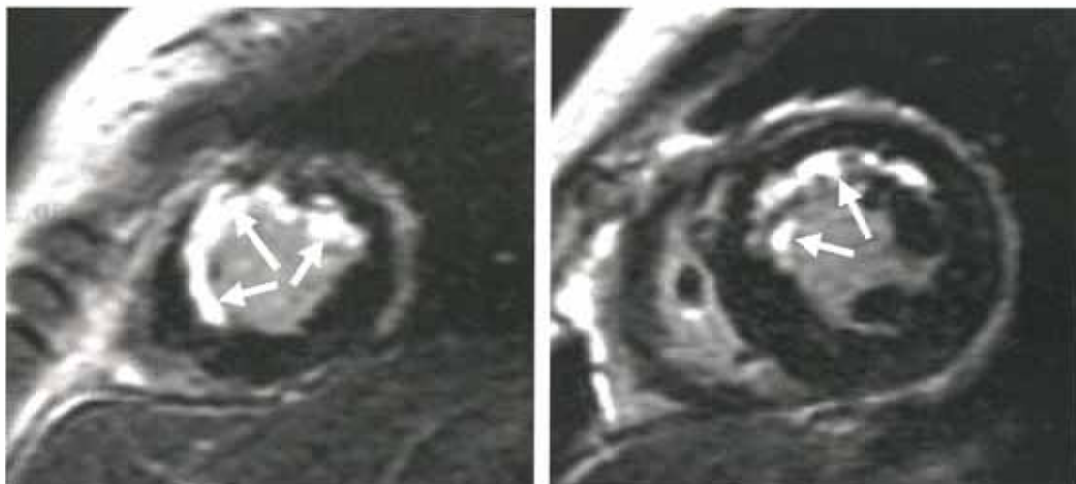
前壁中隔梗塞における造影インバージョンリカバリMRI。前壁中隔には内膜下を中心に遅延造影が認められ、心尖部には貫壁性の遅延造影がみられる(矢印)。
